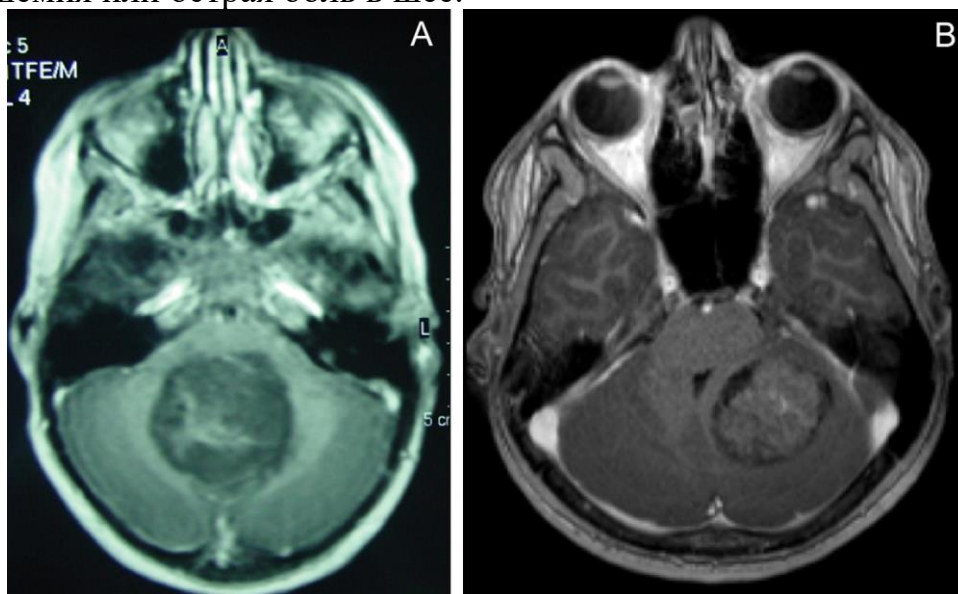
Типичная дооперационная МРТ картина при медуллобластоме с контрастным усилением: А) по средней линии; Б) на мостомозжечковом углу.
